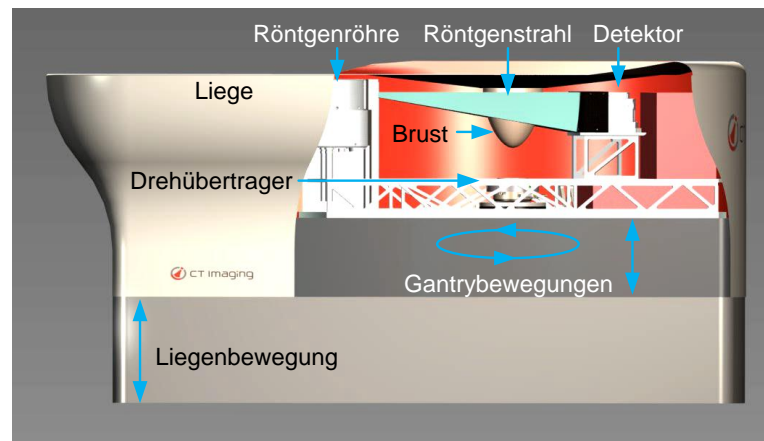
Das Prinzip bisheriger Ansätze für Brust-CT-Scanner aus [87]: Es basiert auf dem Einsatz eines Flachdetektors und einer Kegelstrahlröntgenröhre bei einer begrenzten Zahl von Gantryrotationen.
